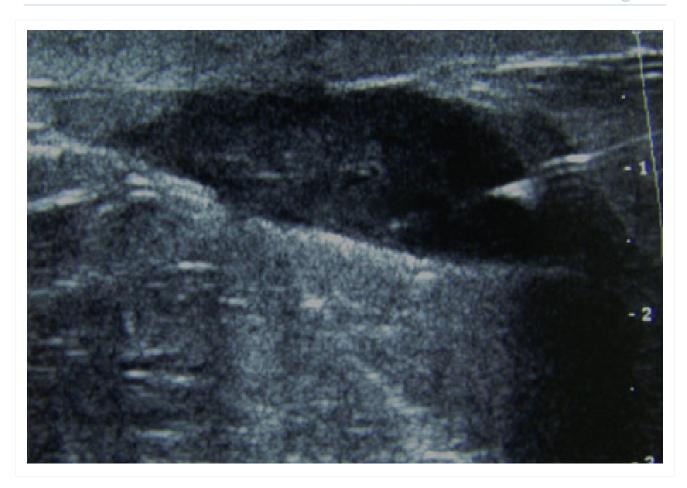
Aspiração por agulha de um abcesso mamário guiado por ultrassonografia: observe a agulha perfurando o abscesso à direita da imagem
